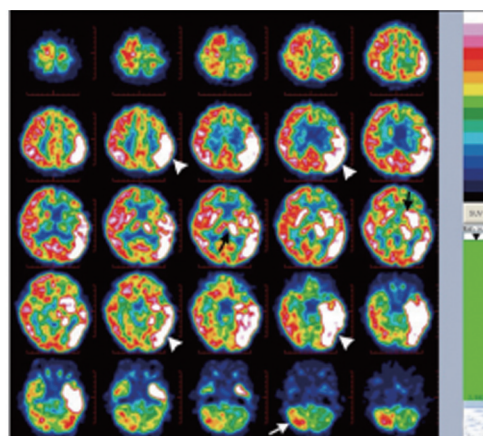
7 岁患儿 ^{18}F -FDG PET/CT 图像
